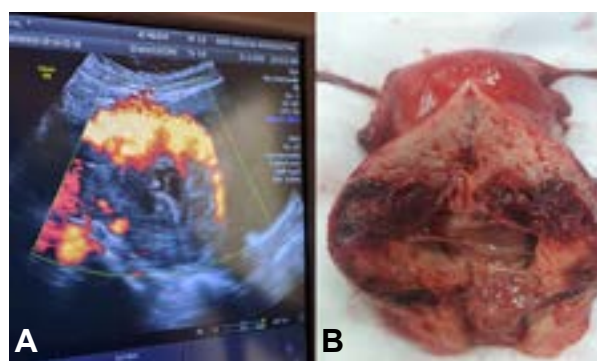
A: Vasculatura aumentada a nivel ístmico con presencia de coágulos en el istmo y canal cervical observada mediante ecografía Doppler. B: Útero extirpado mostrando un notable compromiso vascular miometrial a nivel de la cicatriz de cesárea previa.
